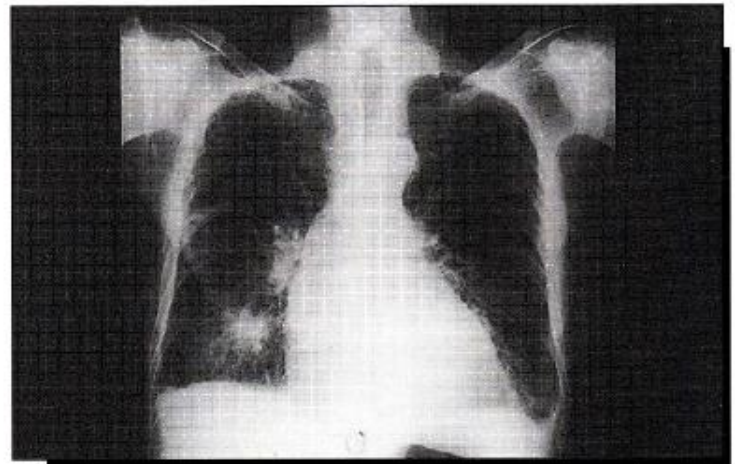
Radiografía de tórax que muestra una cardiomegalia moderada y un infiltrado de bordes mal delimitados en la base del pulmón derecho.
